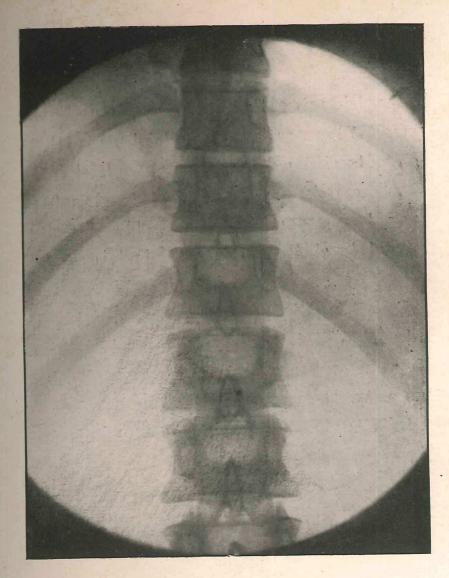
Aspect radiographique de la bifidité superficielle.
